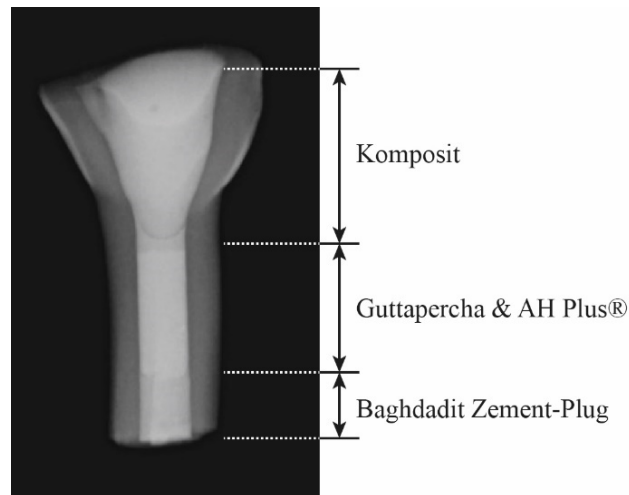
Digitales Bild der Röntgenaufnahme des Rinderzahnes mit apikalem Zement-Plug aus Baghdadit.
